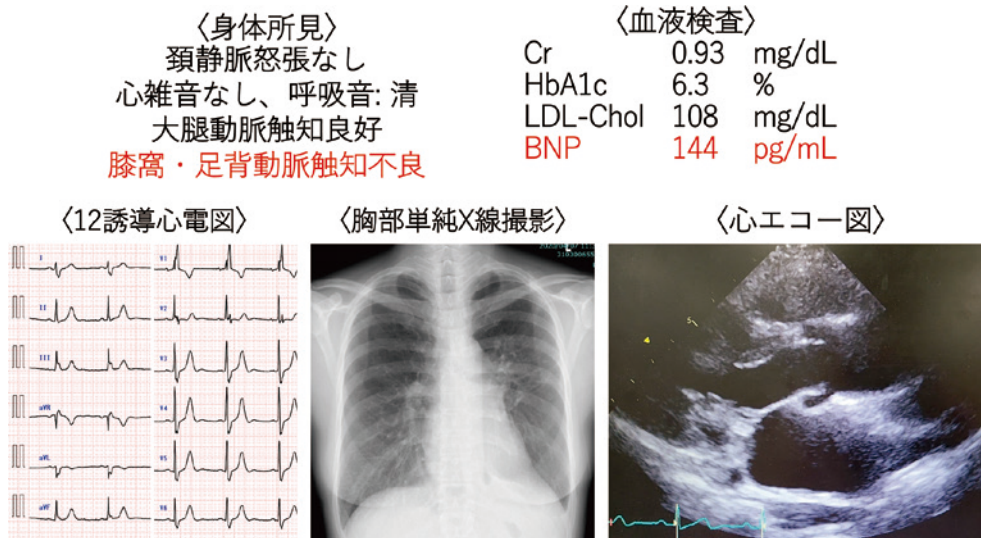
症例の身体所見、血液検査、心電図、胸部単純X線
